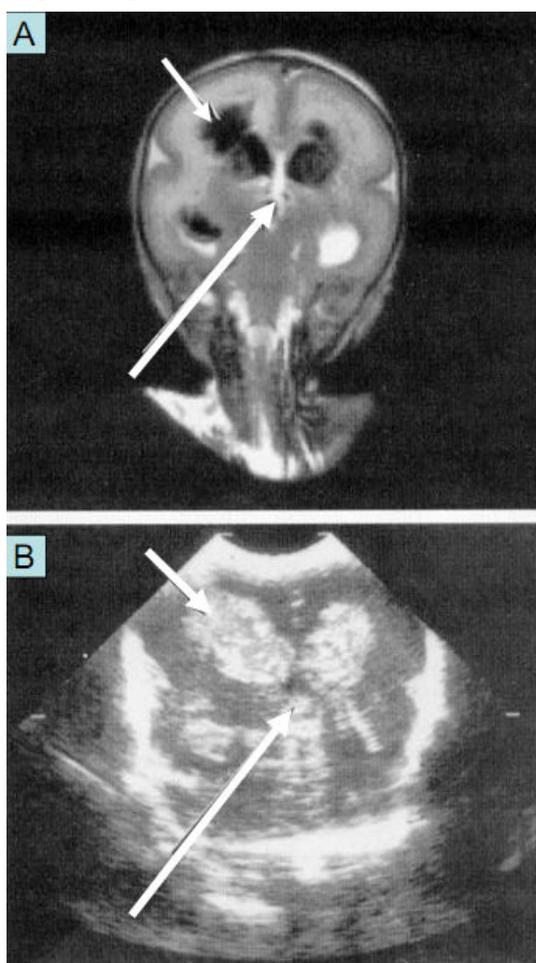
Infarto hemorrágico periventricular em um RN de 610g com idade gestacional de 24 semanas: tanto na RM (A) como no US realizado no plano coronal (B) observamos a hemorragia intraventricular com o infarto hemorrágico periventricular bilateral assim como sangue no 3º ventrículo (setas) (Maalouf)
